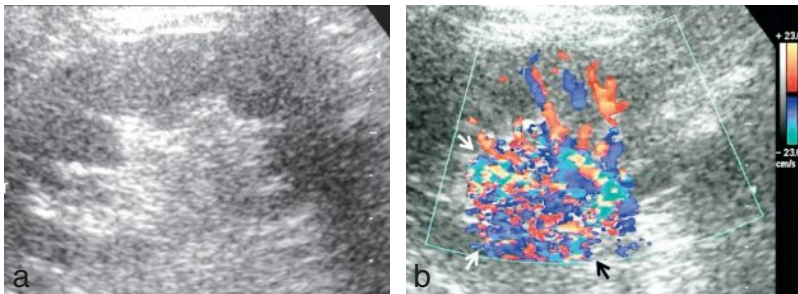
Fistule artérioveineuse post-biopsie rénale percutanée du rein gauche. a. Rein morphologiquement normal en échographie. b. Artefact périvasculaire typique en Doppler couleur traduisant la présence d'une fistule artérioveineuse non compliquée qui s'occlura spontanément après quelques jours.
